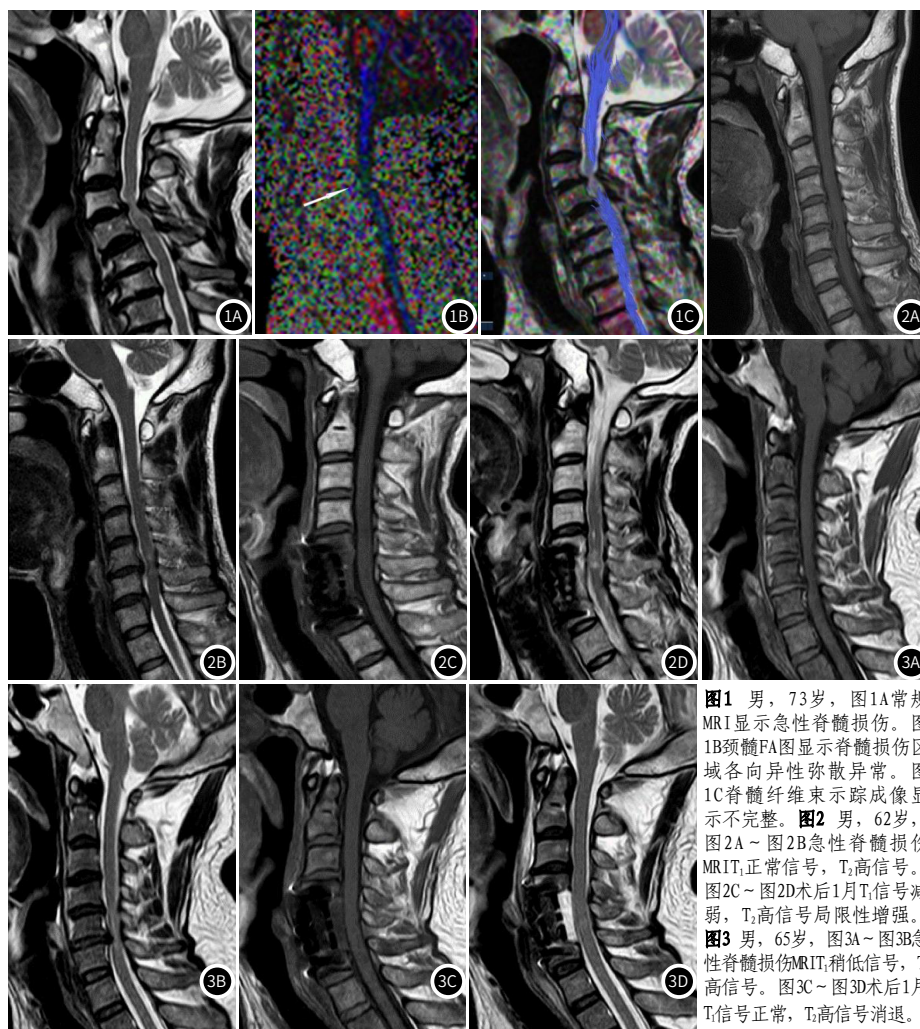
男,73岁,图1A常规MRI显示急性脊髓损伤。图1B颈髓FA图显示脊髓损伤区域各向异性弥散异常。图1C脊髓纤维束示踪成像显示不完整。图2 男,62岁,图2A~图2B急性脊髓损伤MRIT₂正常信号,T₂高信号。图2C~图2D术后1月T₂信号减弱,T₂高信号局限性增强。图3 男,65岁,图3A~图3B急性脊髓损伤MRIT₂稍低信号,T₂高信号。图3C~图3D术后1月T₂信号正常,T₂高信号消退。
